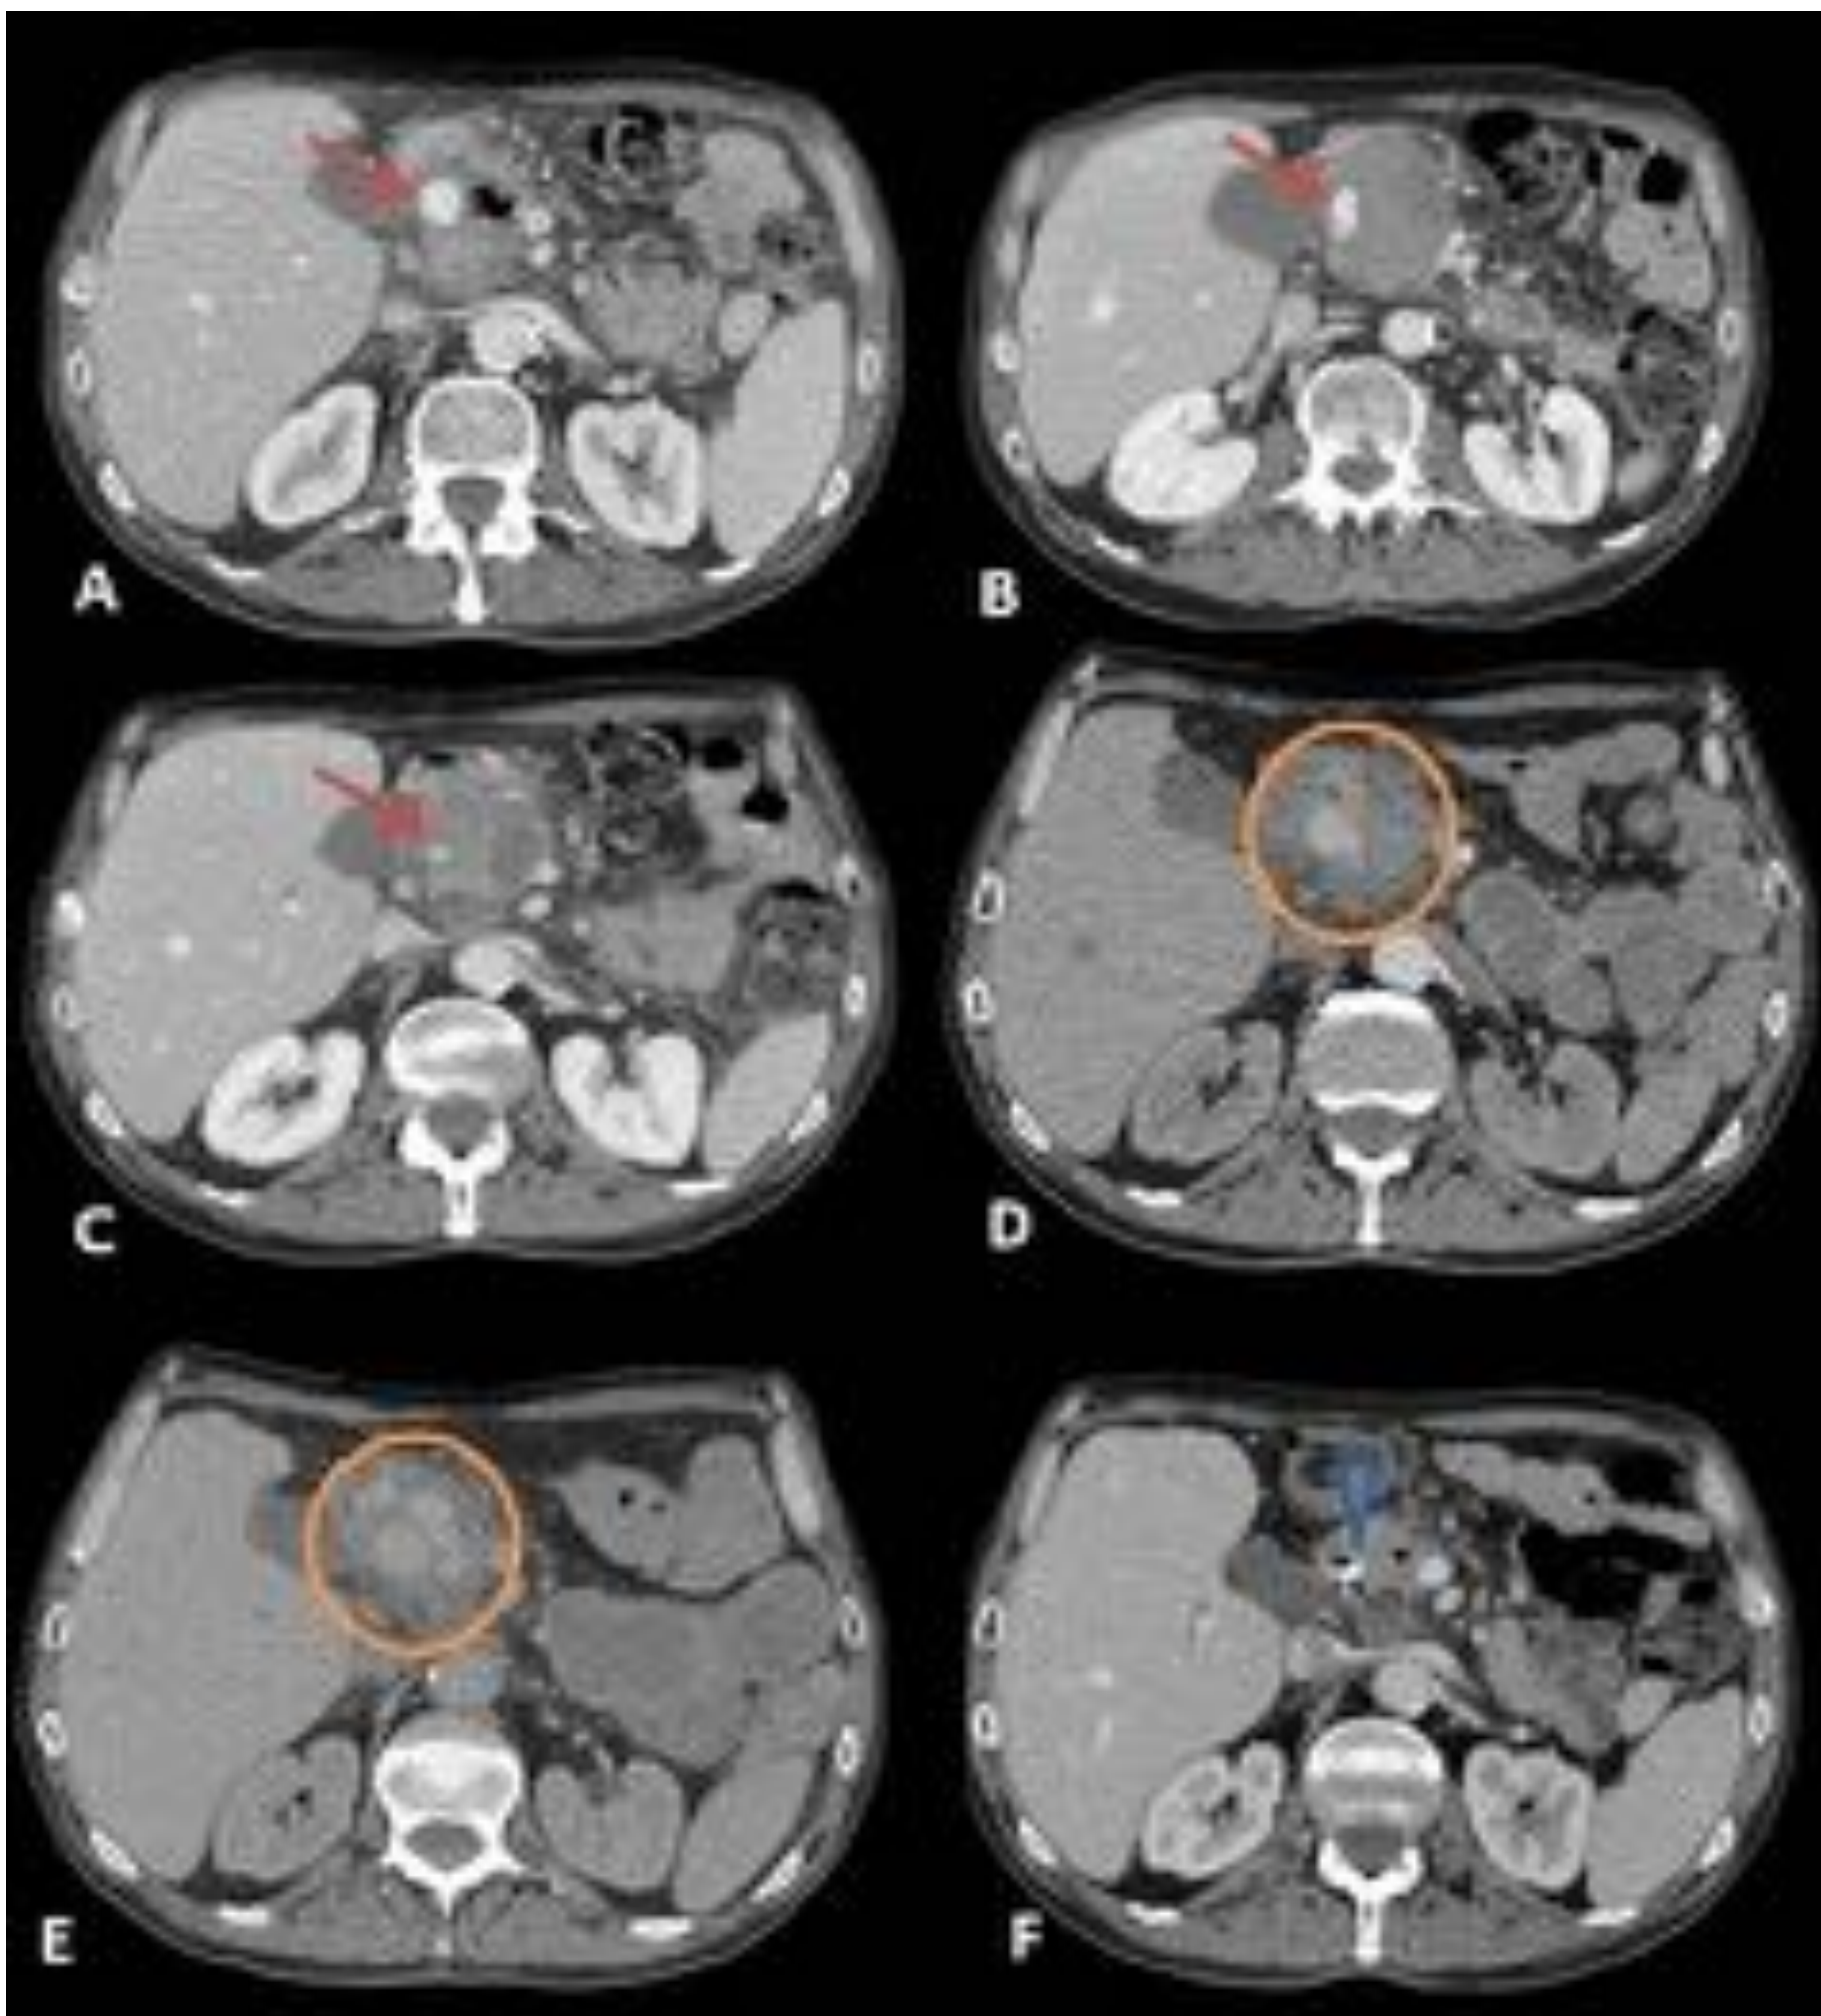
Paciente de mediana edad con historia de pancreatitis crónica recurrente con nuevo episodio de pancreatitis aguda complicada con un pseudoaneurisma. Se muestran diferentes imágenes axiales del TC del episodio, (A,B,C) en las que se observa un pseudoaneurisma (flechas). (D,E) A los 3 días, el paciente presenta empeoramiento clínico, presentando signos de sangrado activo por ruptura del PSA (círculo). (F) Material de embolización tras la intervención endovascular del PSA (punta de flecha).
